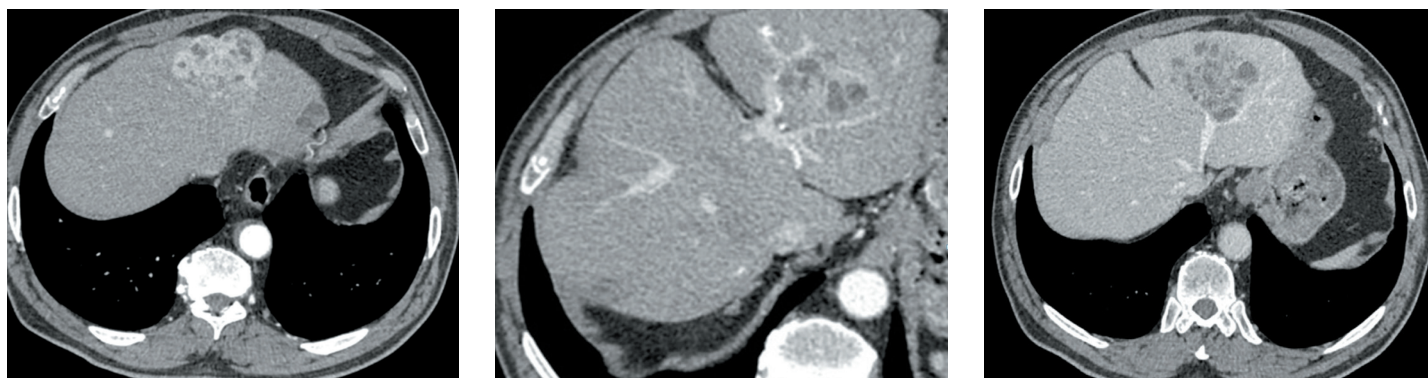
Мультиспиральная компьютерная томография пациента 6: визуализируется васкуляризированная опухоль II–III сегментов печени (Заключение: образование печени более соответствует холангиокарциноме, рекомендовано проведение магнитно-резонансной томографии с диффузно-взвешенными изображениями)
